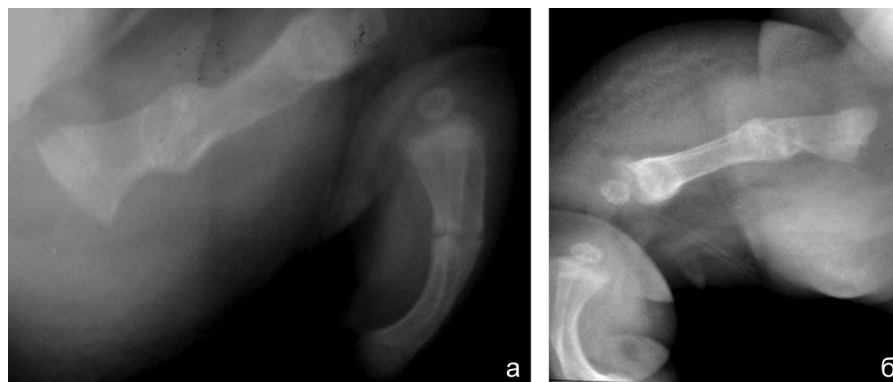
Рентгенограммы костей нижних конечностей новорожденной III, в возрасте 1 сутки. Консолидирующийся перелом правой бедренной кости, варусная деформация костей правой голени (а). Консолидирующиеся переломы левой бедренной и левой большеберцовой костей (б)
